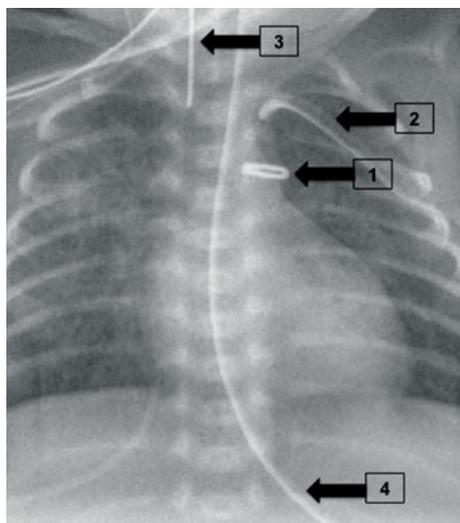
Postoperative Röntgenaufnahme nach Ductusverschluss. (1) Ductus-Clip; (2) Thoraxdrainage; (3) Endotrachealtubus; (4) Magensonde.
